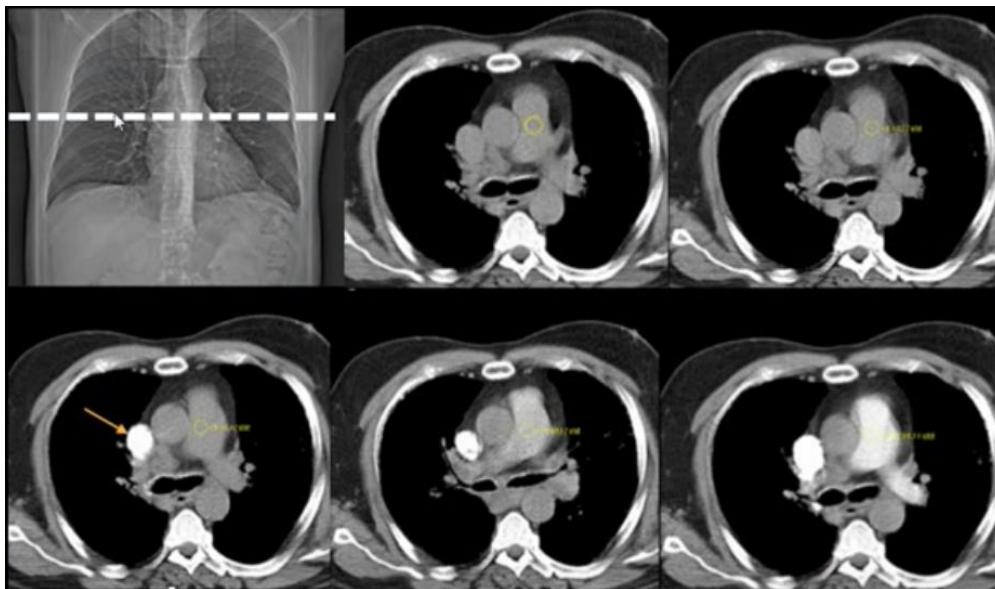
Imagem de angio tomografia com o ROI definido no tronco da artéria pulmonar antes e após a chegada do contraste
